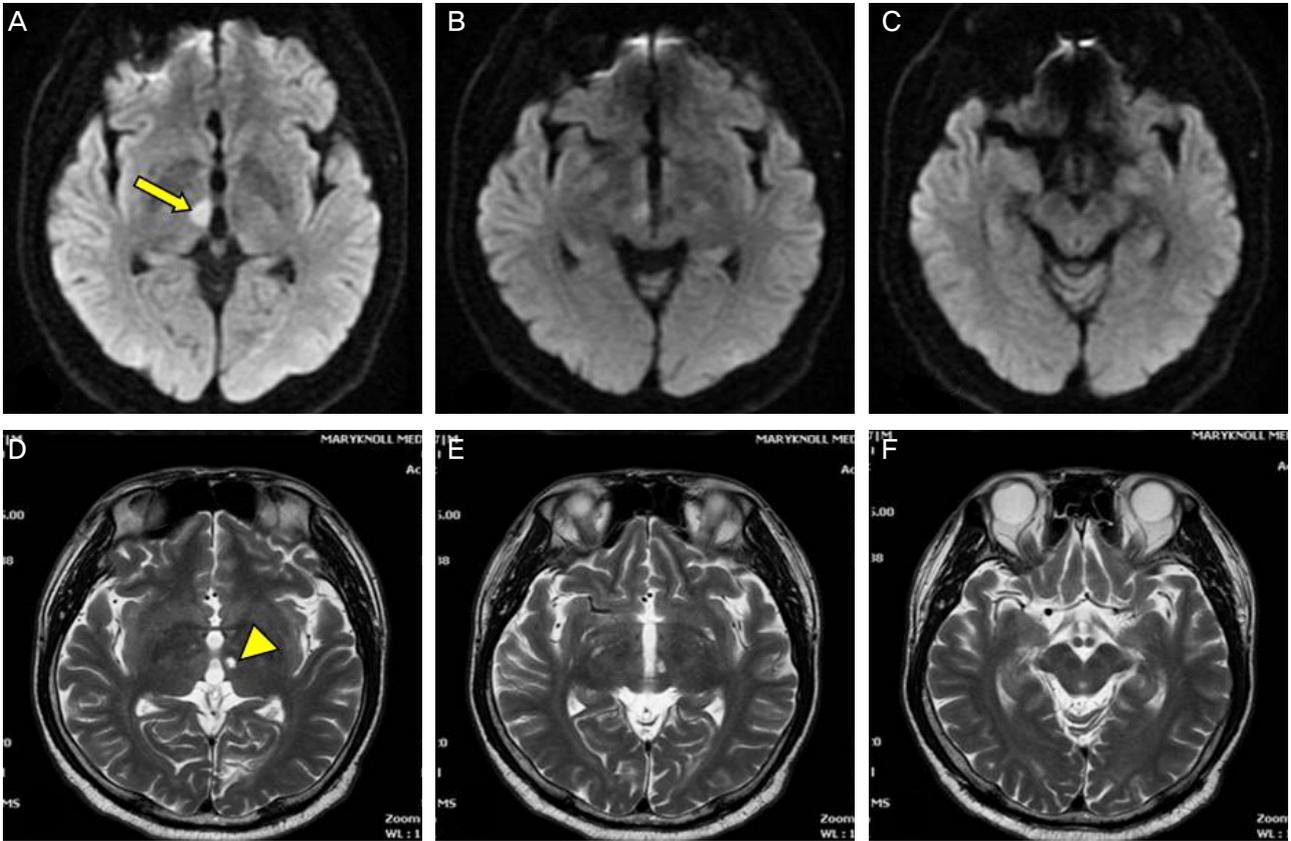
Axial view of brain MRI. (A-C) Diffusion MRI images show a high signal intensity in a right paramedian thalamus (arrow); acute infarction. Midbrain is intact. (D-F) T2 weighted images show a high signal intensity in left paramedian thalamus (arrow head); old infarction. Midbrain is intact.
